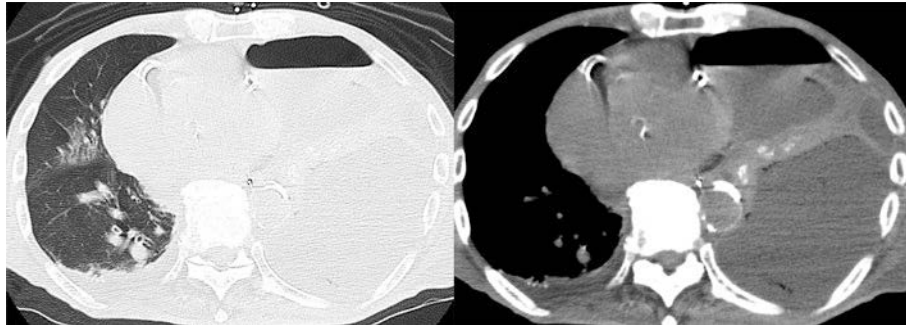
Chest CT on admission showing massive pleural effusion with air-fluid level and a mediastinal shift to the right.
